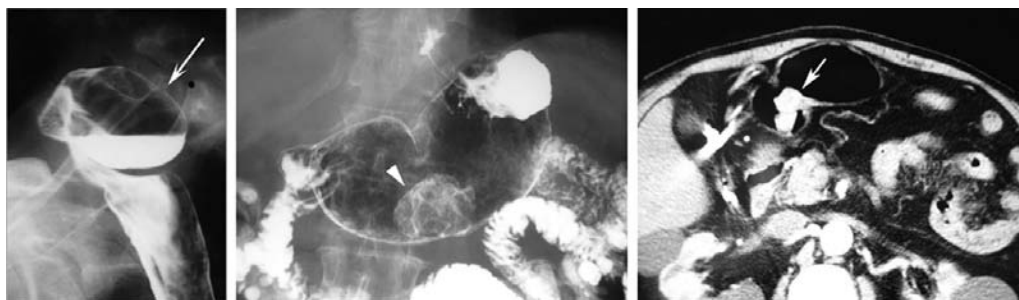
A 64-year-old patient presenting with solid food dysphagia. Radiological evaluation of the oropharynx showed a large Zenker diverticulum (long arrow) in the hypopharynx with marked indentation of the esophagus as a cause for the patient's symptoms. Further evaluation of the entire esophagus and stomach revealed a polypoid tumorous lesion within the stomach (arrowhead), which was confirmed by CT (short arrow) and proved to be a malignant polypoid gastric tumor.
